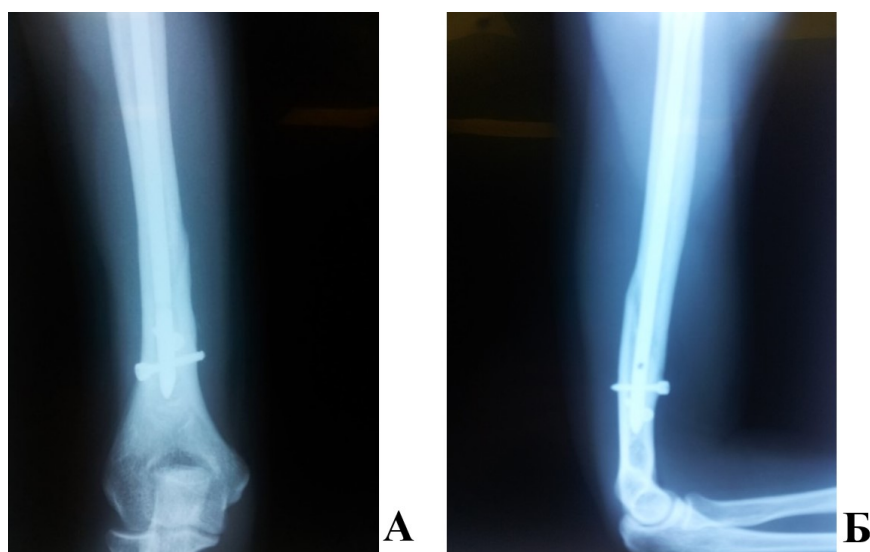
Рентгенограммы пациентки С., 25 лет, и/б 14823-14. А – прямая проекция, Б – боковая проекция. 1 год после операции. Консолидация перелома плечевой кости
